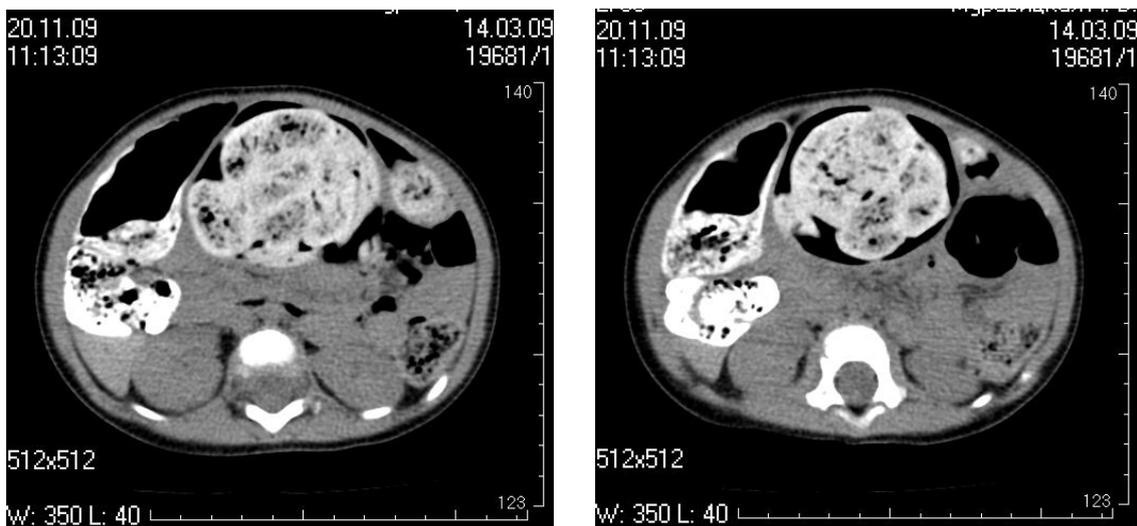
Компьютерная томограмма ребенка М.
